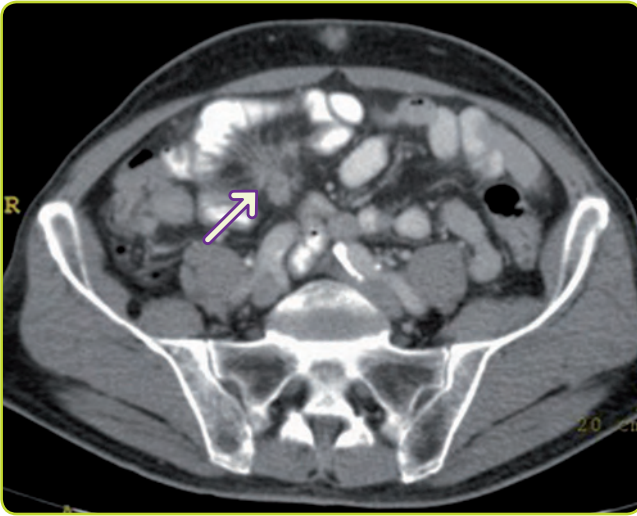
TC de tumor carcinoide del intestino delgado.
